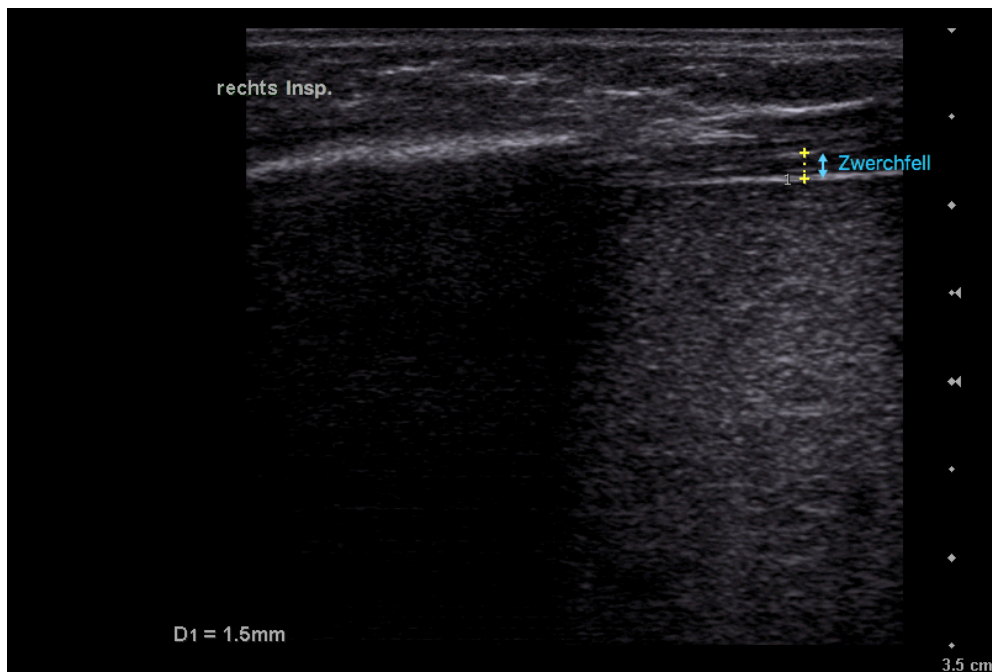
Sonographiebild des Zwerchfells auf der rechten Seite in Inspiration bei einem 8-jährigen Jungen mit SMA-Typ 1. Im Vergleich zur Abbildung 39 kommt es in Inspiration nur zu einer geringen Zunahme der Zwerchfelldicke auf 1,7 mm. Der Messwert liegt damit knapp über der altersabhängigen 3. Perzentile von 1,6 mm. Der *thickening fraction*-Wert beträgt 40% und liegt damit ebenfalls noch über dem festgelegten Grenzwert von 20%.
